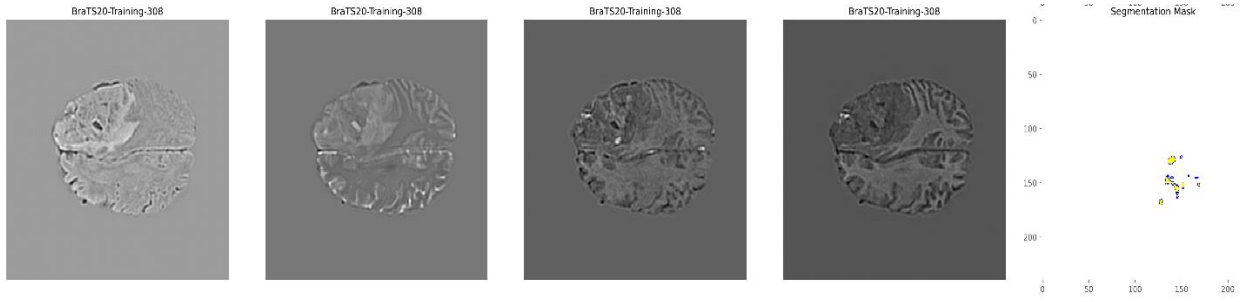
'te, veri artırma işlemleri sonrasında tüm tümörün (Whole Tumor, WT) segmentasyon sonuçları sunulmaktadır. MRI dilimlerinde WT'nin segmentasyonu başarıyla gerçekleştirilmiş olup, uygulanan çeşitli dönüşümler WT'nin tutarlı bir şekilde tanımlanmasına olanak sağlamıştır.
